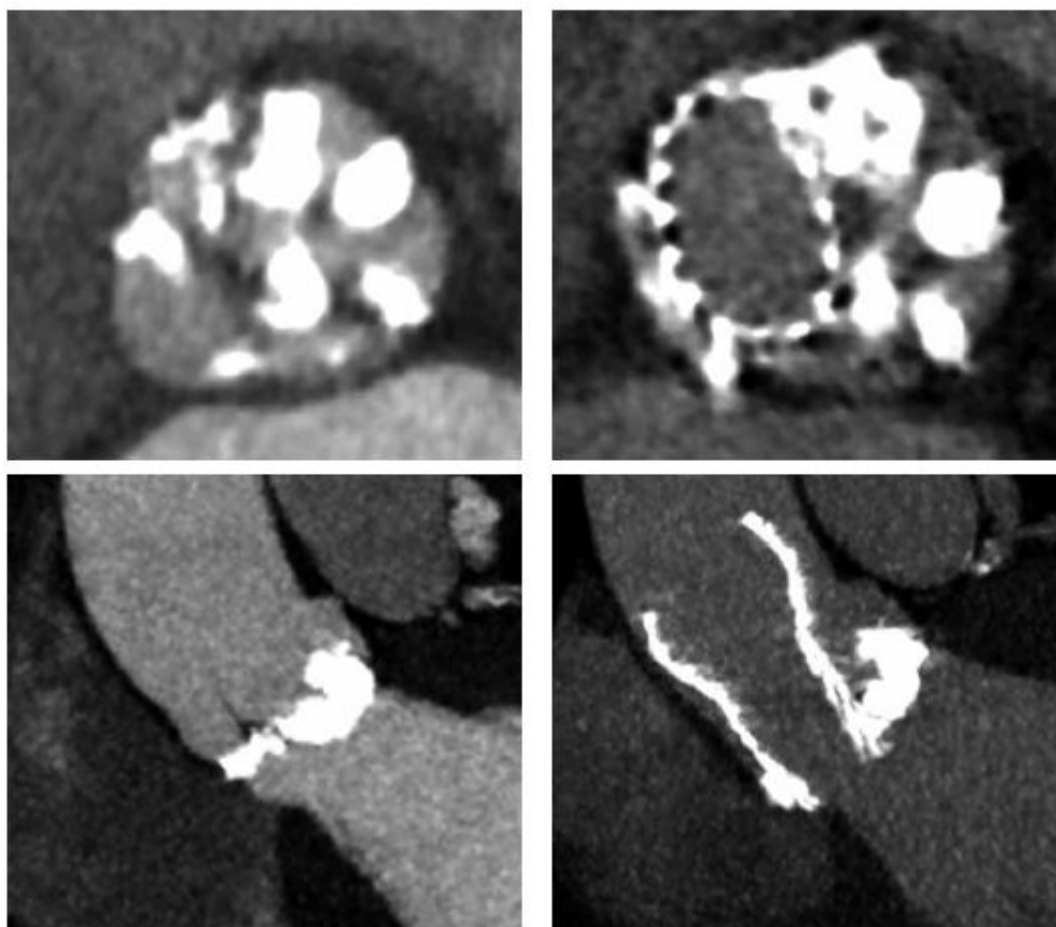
Pre- and post- transcatheter aortic valve implantation (TAVI) computed tomography images that present severe calcifications in bicuspid aortic valve and problems with proper expansion and elliptical shape of the prosthesis
